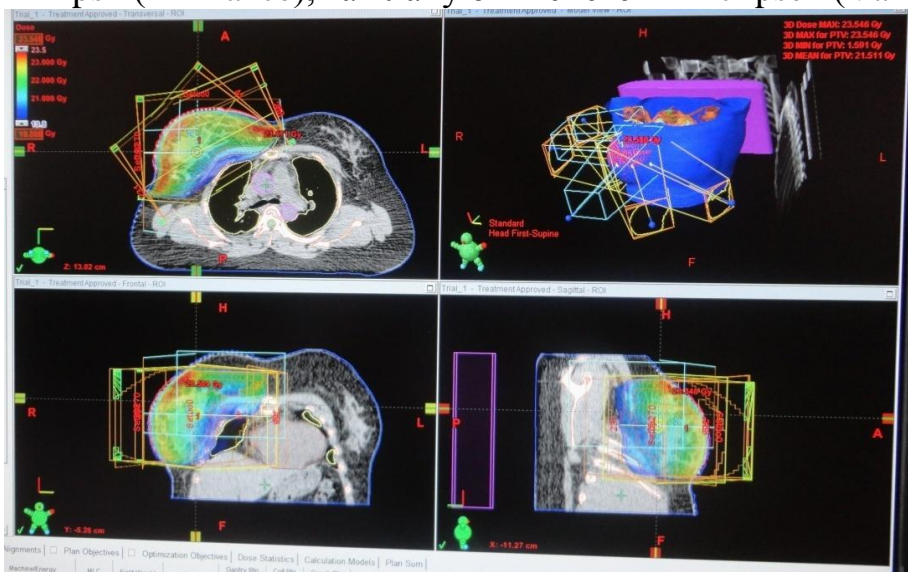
Планування ПТ при топометричній підготовці хворих на місцево поширені форми РГЗ на комп'ютерному томографі з вбудованим модулем віртуальної симуляції «Philips» (Brilliance) та плануючій системі «Eclipse» (Varian)
